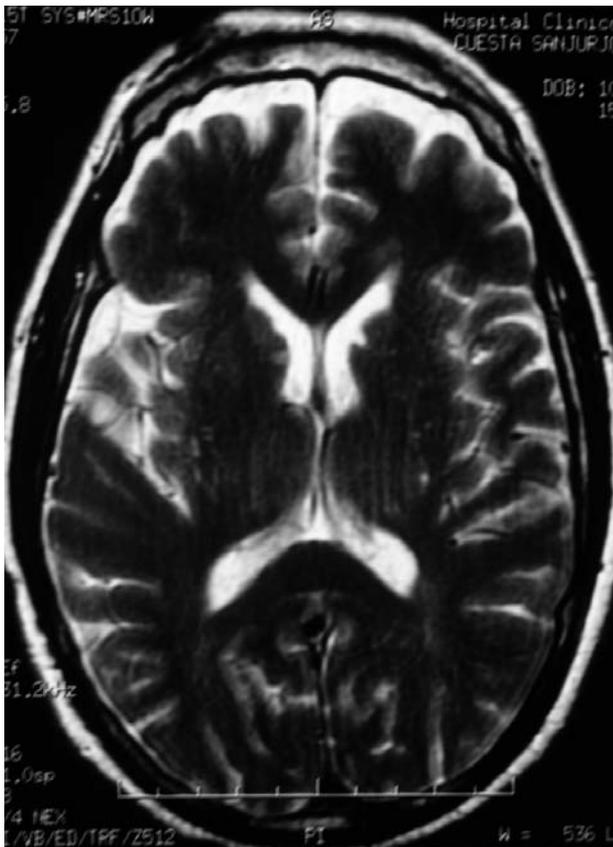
Caso 1. Resonancia magnética cerebral en la que se objetiva infartos lacunares en ambas cabezas de caudado y cuerpo de caudado derecho.
